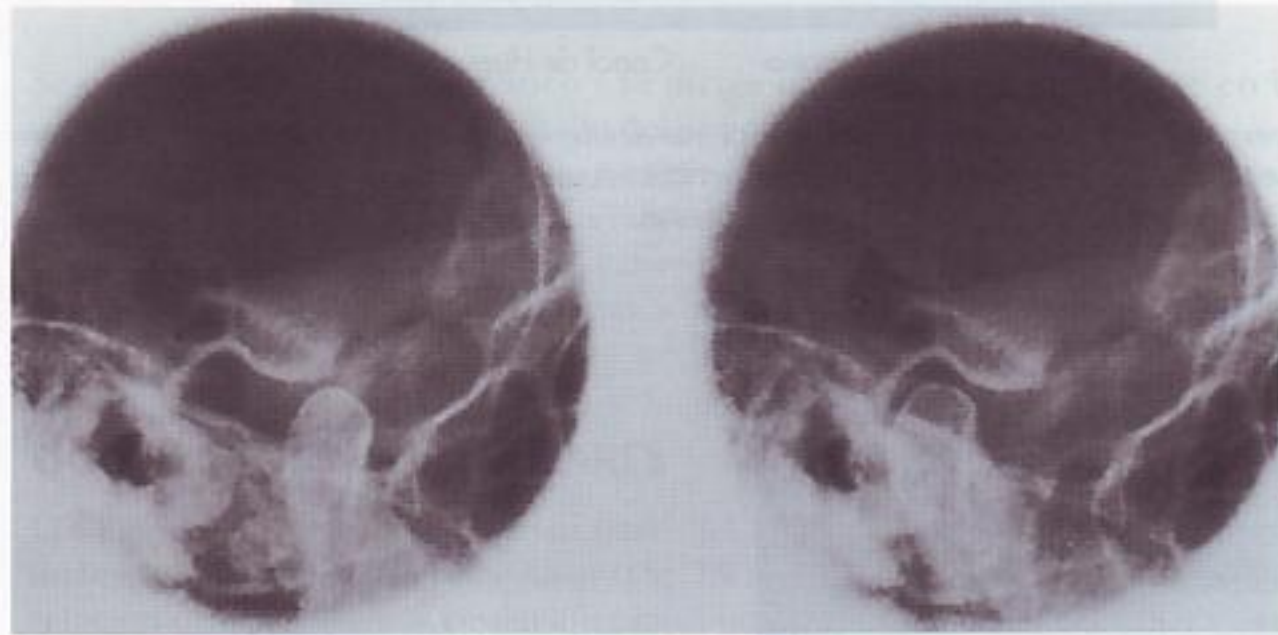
Radiografía de la articulación temporomandibular con la mandíbula en posición abierta (izquierda) y cerrada (derecha).
